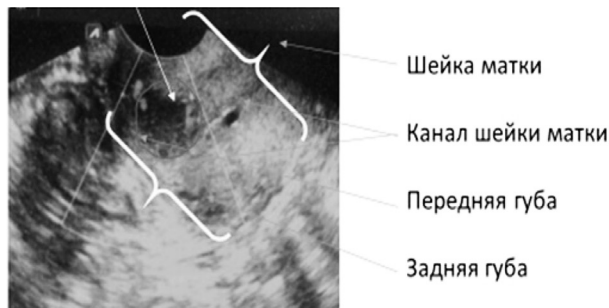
Очаговые изменения в шейке матки, выявленные при УЗИ.
